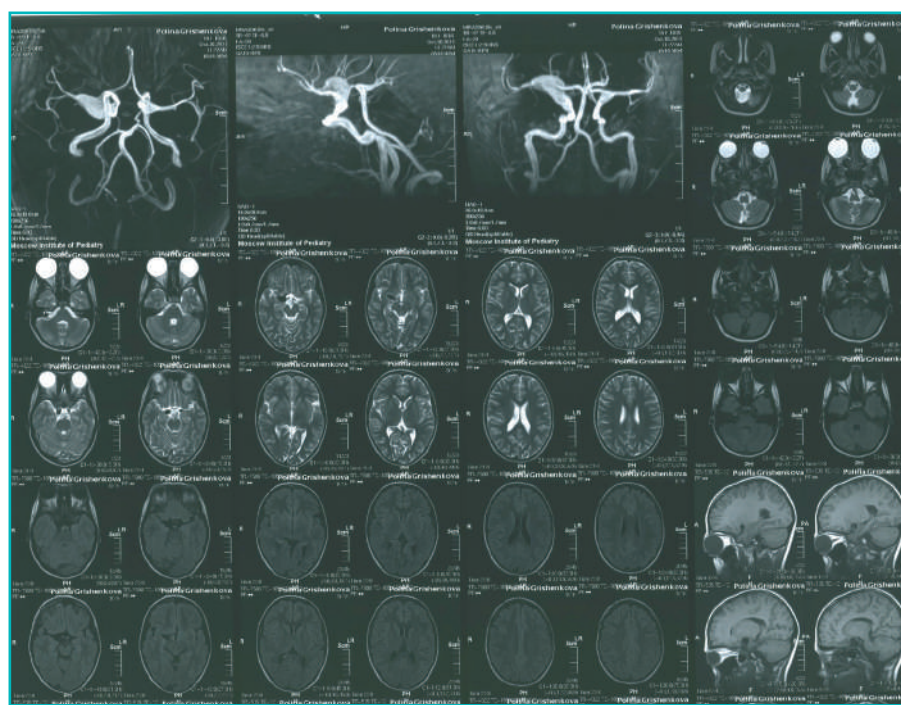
МРТ головного мозга в сосудистом режиме с контрастированием [данные получены авторами] / MRI of the brain in vascular mode with contrast [data obtained by the authors]
